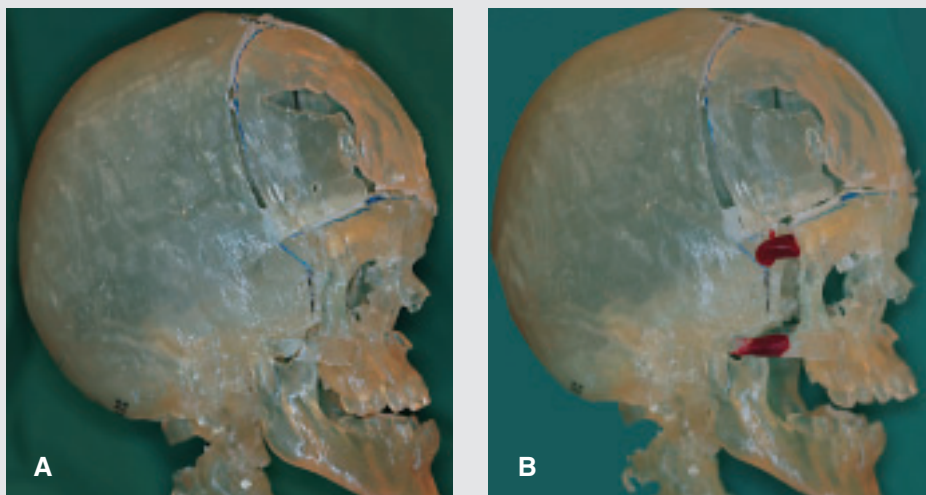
A: SLA-model af patient med Apert syndrom, fremstillet på basis af tredimensionalt bearbejdede CT-scanninger. B: Operationssimulering der involverer såvel monoblok-advancering af mellemansigt og øjenomgivelser som kipping af frontalknogle.
